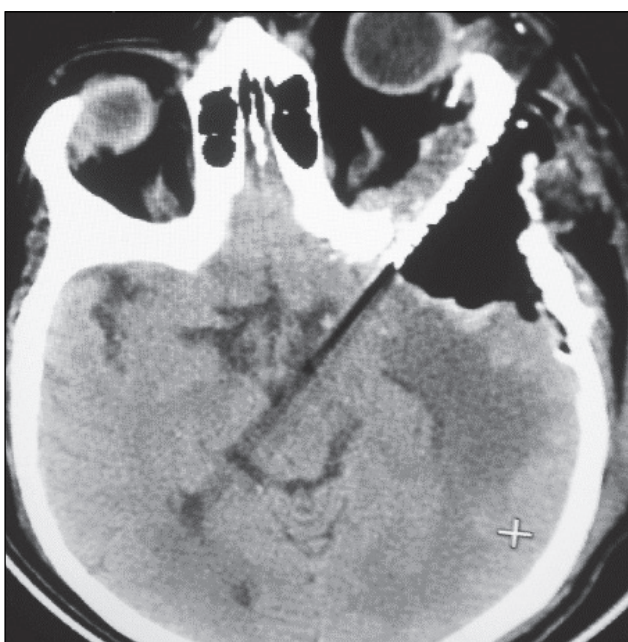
Післяопераційний комп'ютерно-томографічний контроль
